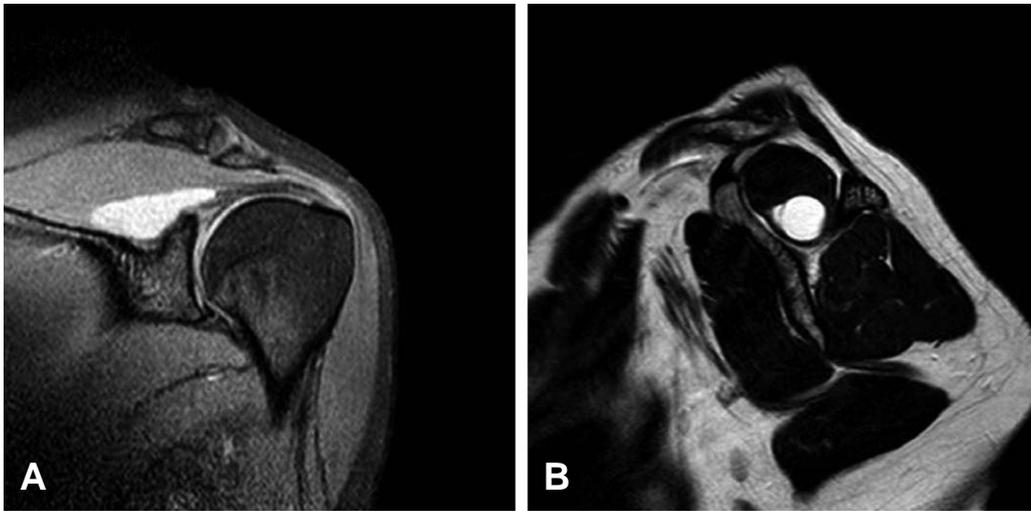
MRI scan of supraglenoid cyst. (A) Coronal image of T2 weighted MRI shows 2.5 cm sized supraglenoid cyst. (B) Sagittal image of T1 FS MRI shows 1.5 cm sized round supraglenoid cyst.
